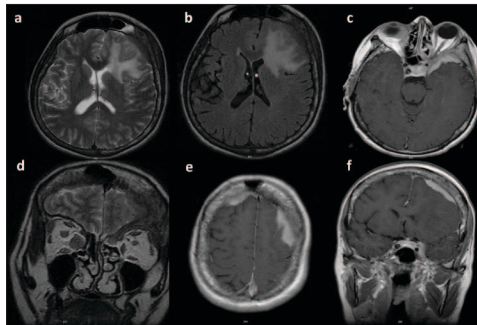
Ressonância magnética cerebral.
